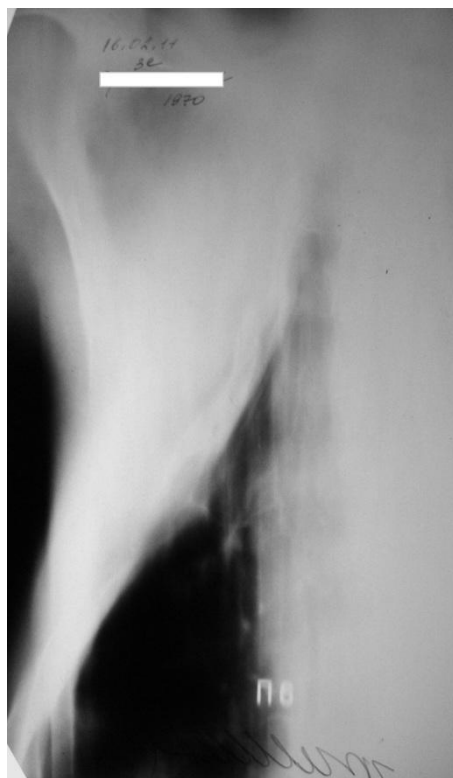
Томограмма правого легкого больного Г. через полтора года после выписки. В верхней доле правого легкого фиброзно-склеротические изменения, каверны не определяются.
